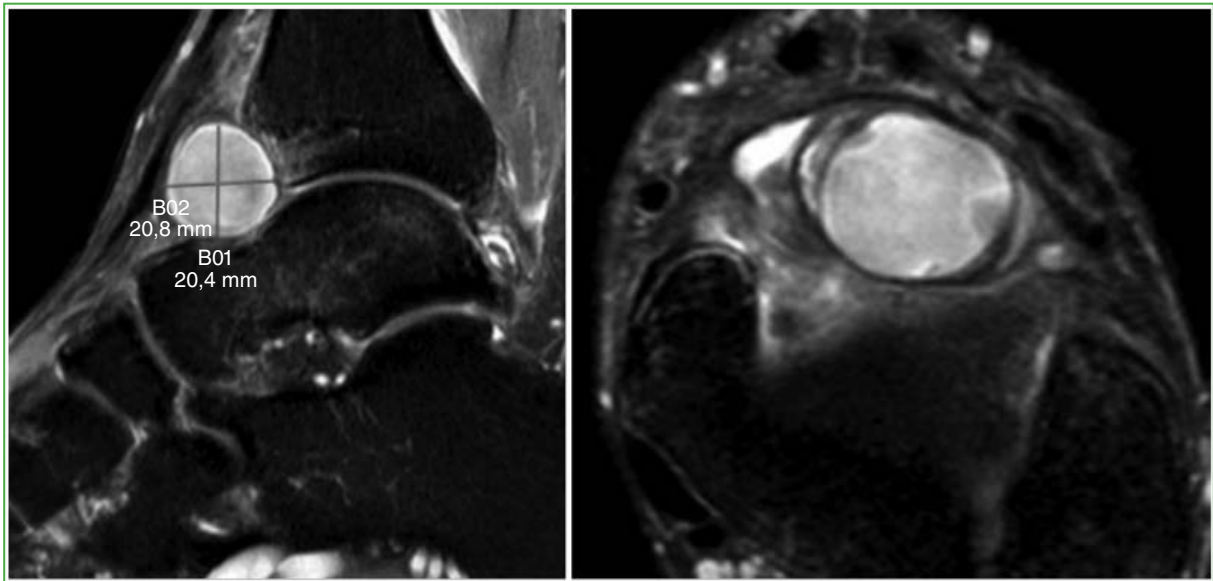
Resonancia magnética de tobillo, cortes sagital y axial. Pseudoaneurisma de la arteria tibial anterior de 21 mm x 22 mm (líneas verdes).
